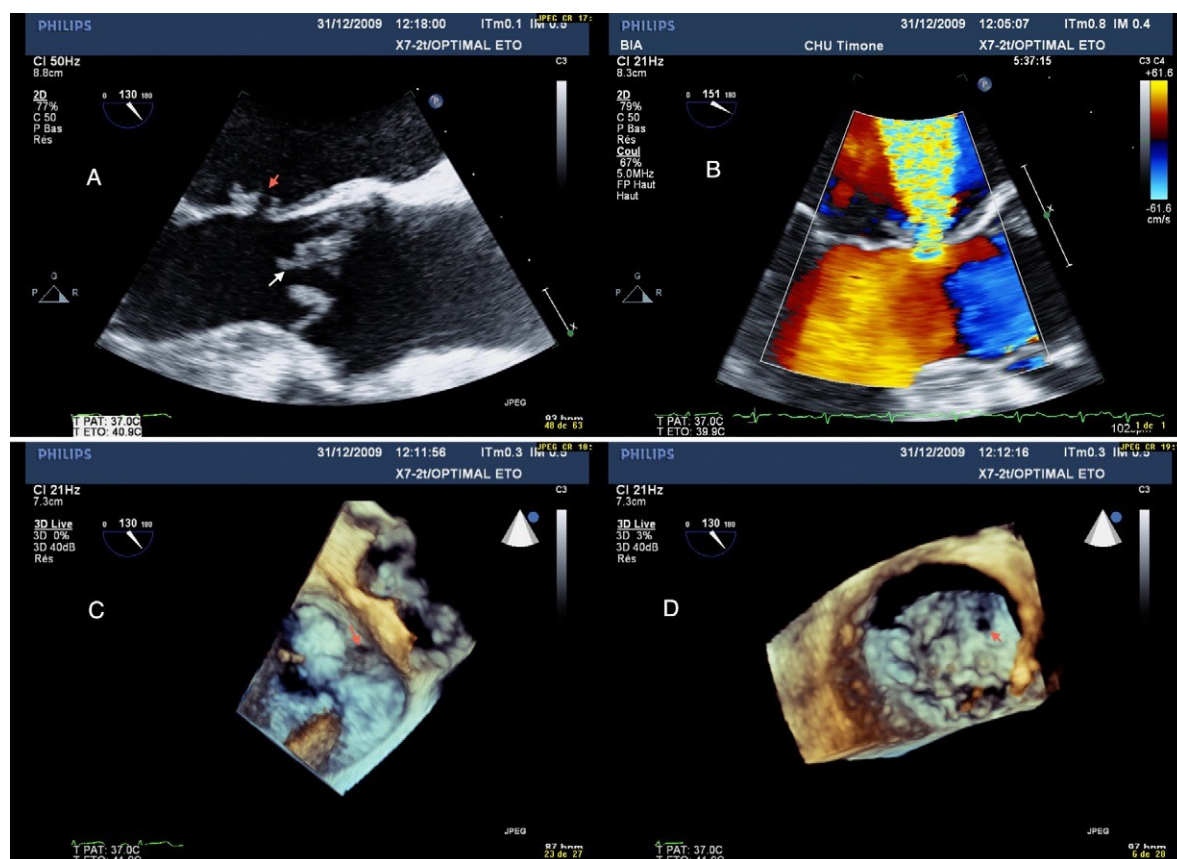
Ecocardiografia transesofagea 2D e 3D in paziente con endocardite infettiva mitroaortica. La ETE 2D (A) mostra vegetazioni a livello delle cuspidi valvolari aortiche (freccia bianca) e perforazione della base del lembo anteriore (freccia rossa), risultante in un rigurgito mitralico severo visibile al Color Doppler (B). la ETE 3D permette una migliore localizzazione del danno valvolare (C-D).
